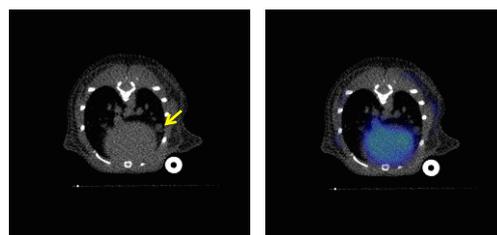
PC-9 同所移植モデルマウス肺野 CT・PET/CT Axial 画像
